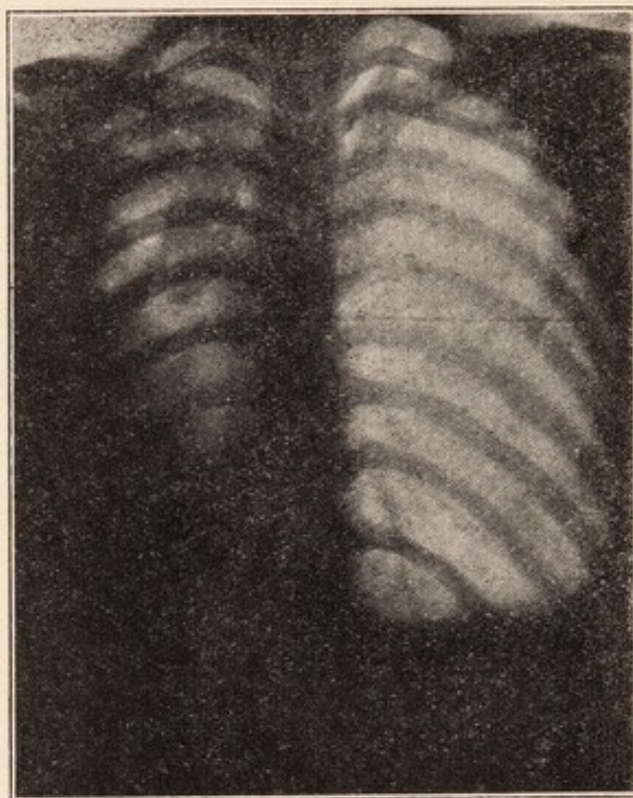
Radiografia posteriore (V D) dello stesso caso, in terzo periodo di cura. Pneumotorace destro abbastanza voluminoso; alteranze pleuriche apicali e diaframmatiche. Primo Pneumotorace (sinistro) riassorbito
